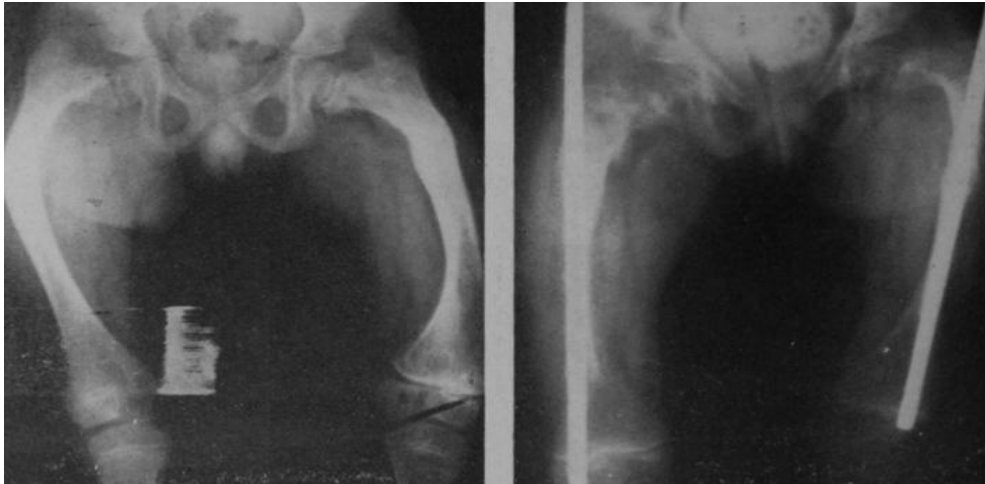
Radiografía anteroposterior de ambos fémures, preoperatoria. Intervención correctora de Sofield.
